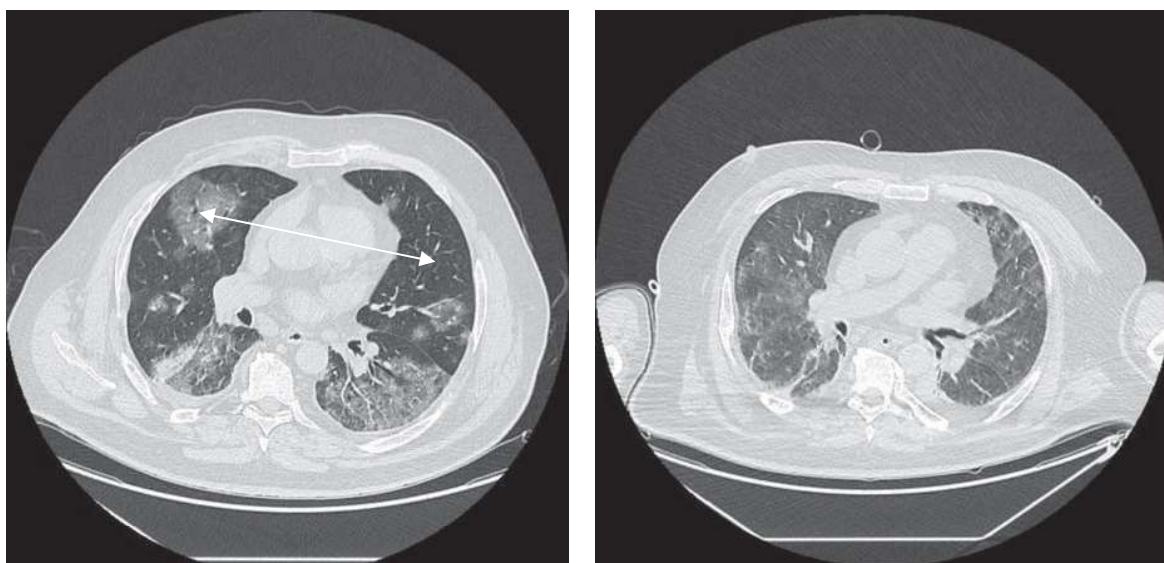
Компьютерная томография лёгких.
